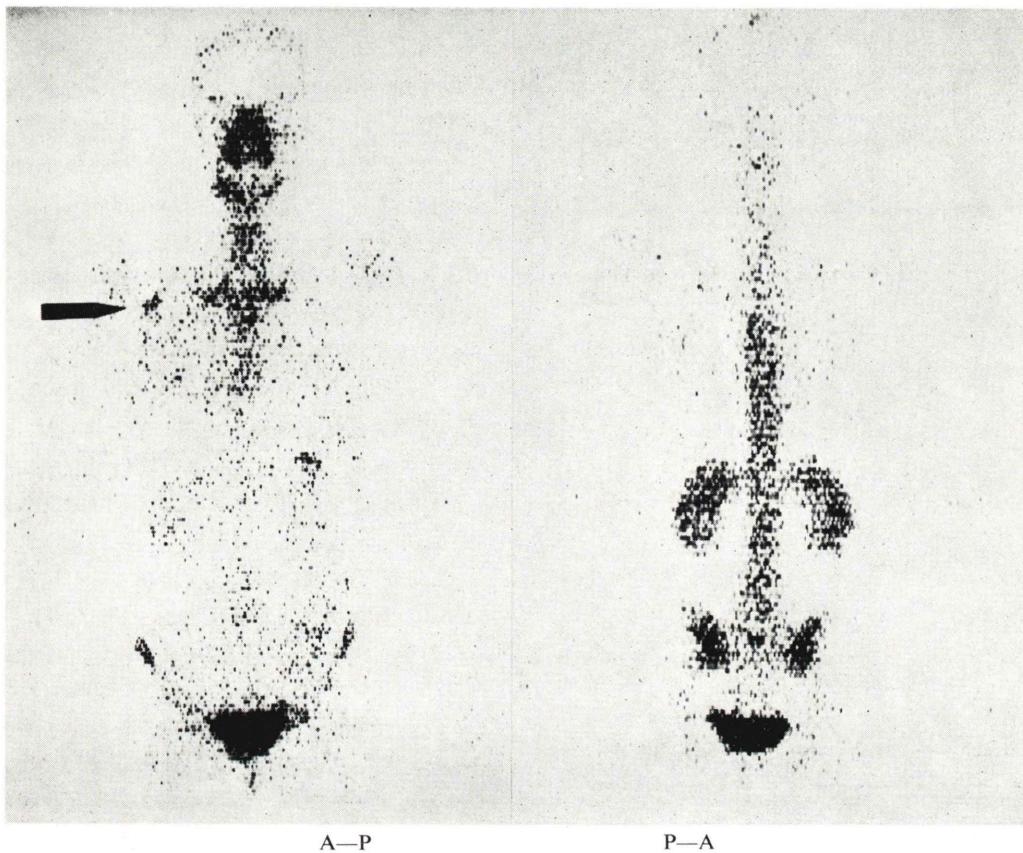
Bone scintigram of a postoperative case of breast cancer followed by radiation therapy. It is necessary to differentiate a metastatic lesion from bone fracture often observed after radical mastectomy.
